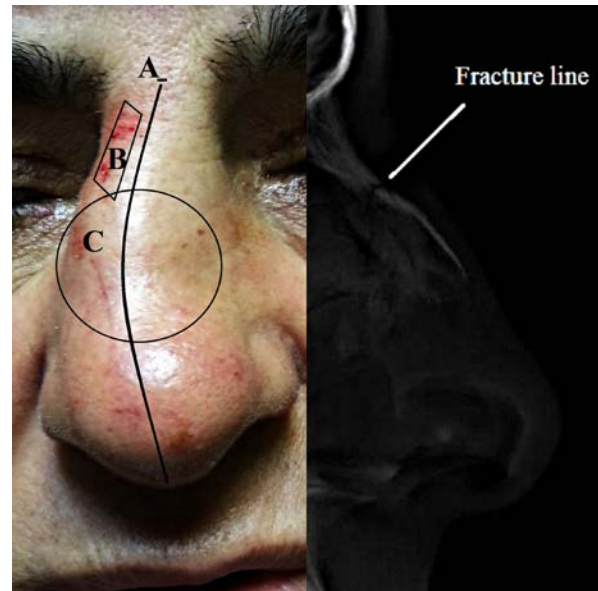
(Left) Clinical findings of nasal fracture. (A). Deviation (“C” shape) of the nasal axis (B). Laceration of the nasal skin (C). Swelling of the nasal dorsum. (Right) Plain X-ray showing nasal fracture line.
